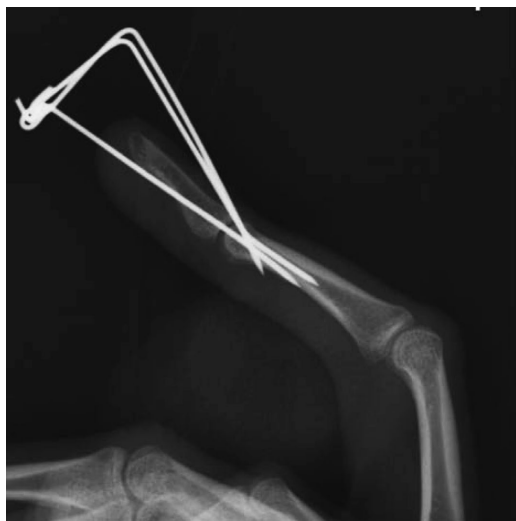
Рентгенограмма пациента Р., 25 лет (рентгенограмма после операции)
